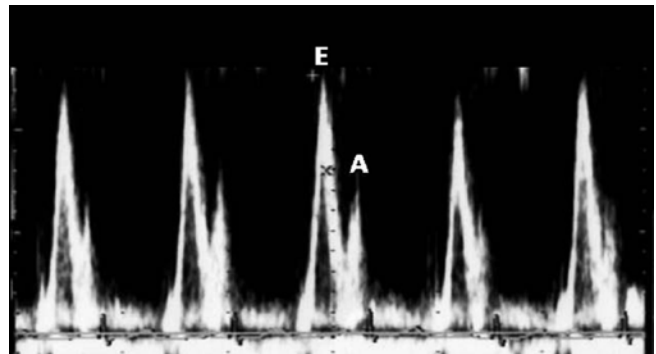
Pulsed wave Doppler velocity from mitral valve. Abbreviations: E, peak early diastolic velocity; A, peak late diastolic velocity.
